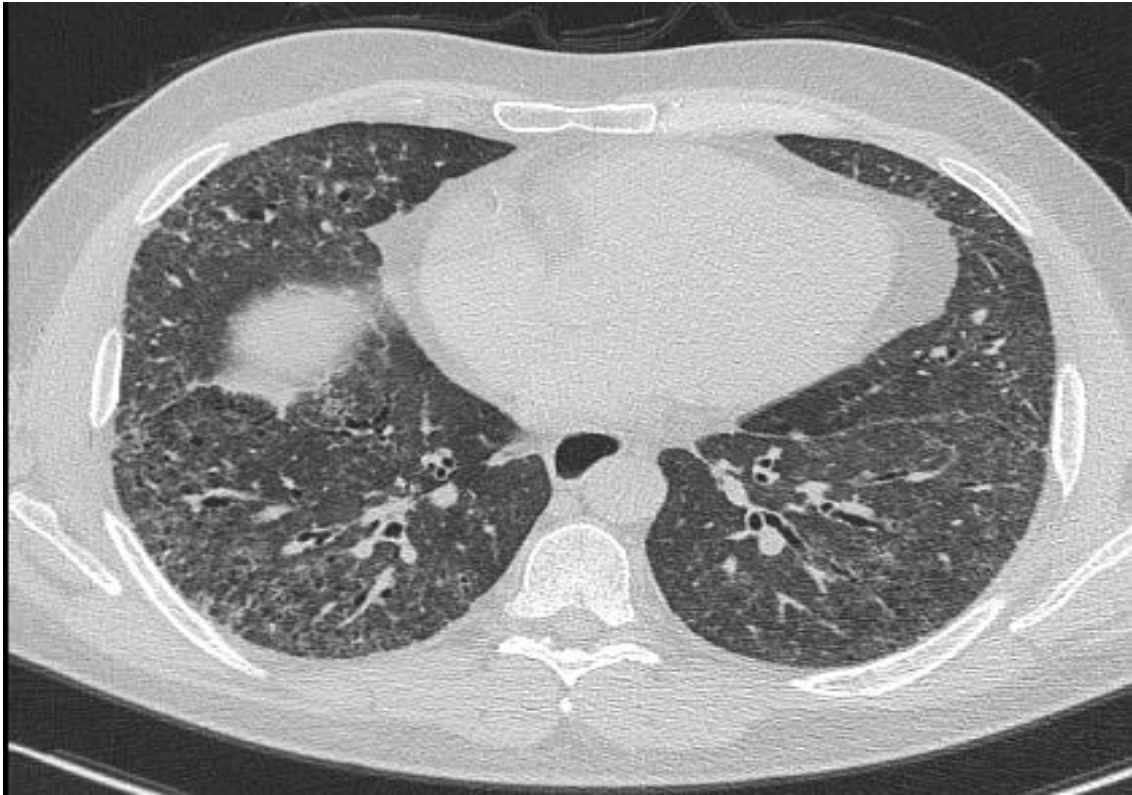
CT-Thorax bei SSc. Bilaterale dorsolateral betonte interstitielle Fibrose mit alveolitischen Komponenten rechts.
